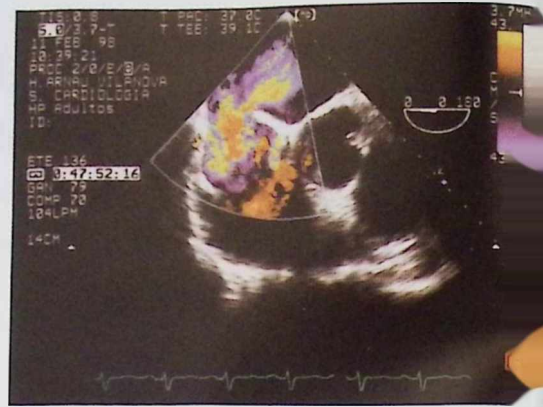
ETE en plano transversal eje corto con codificación Doppler color mostrando el cortocircuito izquierda derecha.
